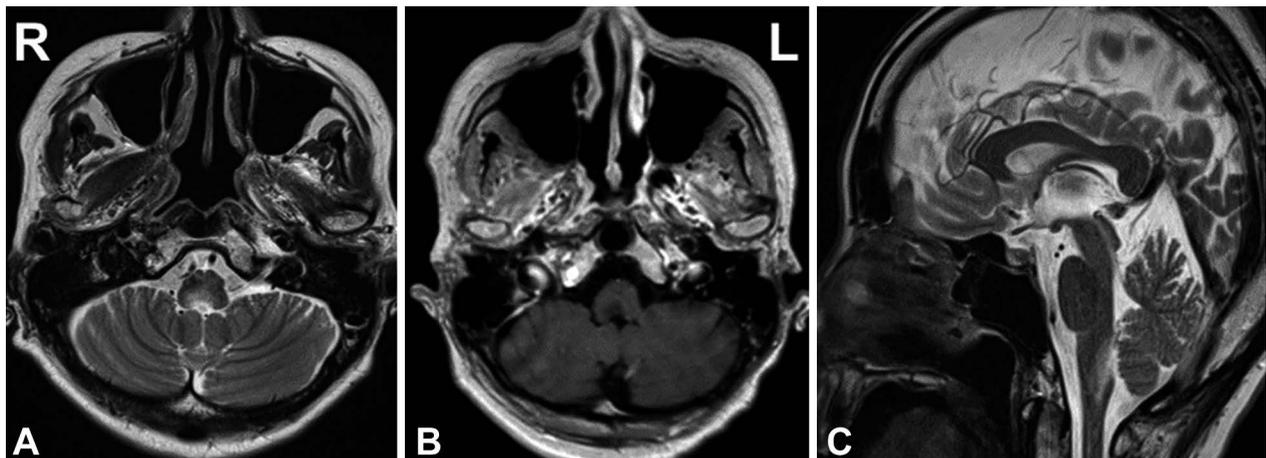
Brain MRI on the 2nd day (A and C) and 3rd day (B) after admission.
